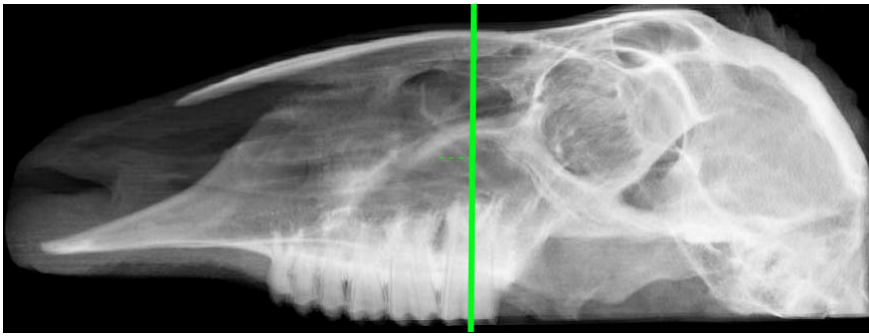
Radiologische Darstellung der Coronarebene 5 des Schafskopfes Nr.5 Merino im CT; Amp – Apertura maxillopalatina dextra; Amp' -Apertura maxillopalatina sinistra; Anm – Apertura nasomaxillaris; BI - Bulla lacrimalis dextra; BI' - Bulla lacrimalis sinistra; Scd - Sinus conchae dorsalis dexter; Scd' - Sinus conchae dorsalis sinister; Sm - Sinus maxillaris dexter; Sm' - Sinus maxillaris sinister; Sn - Septum nasi; Sp - Sinus palatinus dexter; Sp' - Sinus palatinus sinister
